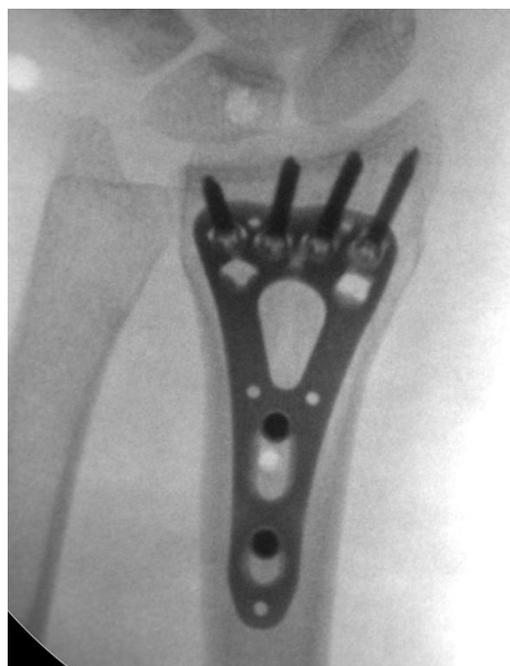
Интраоперационная рентгенография лучезястного сустава в передне-задней и боковой проекциях
